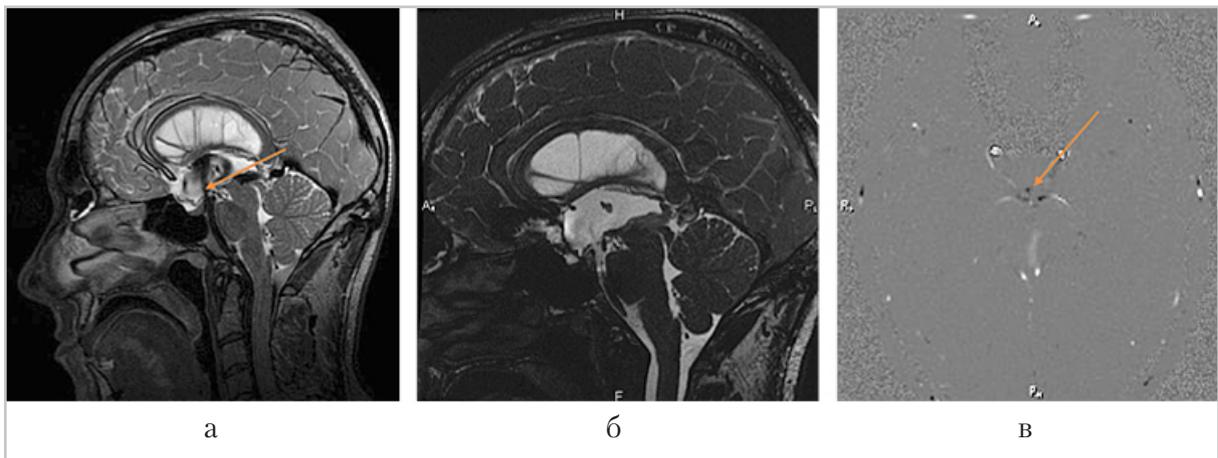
МР-томограммы после эндоскопической тривентрикулостомии в режимах T2-CUBE (*а*), FIESTA (*б*), фазоконтрастной МРТ (*в*). Стрелкой указан ток ликвора через стому
